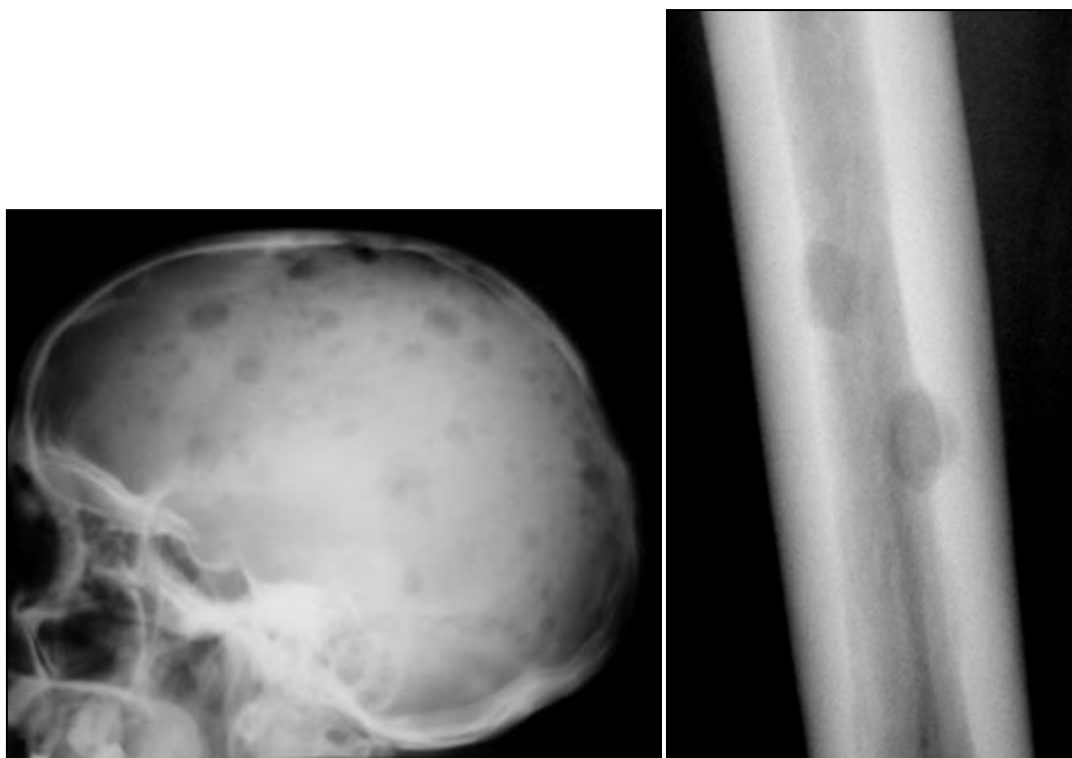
Radiographies montrant des géodes à l'emporte-pièce du crâne et des os longs, de taille sensiblement identiques, caractéristiques dans le myélome multiple.*
